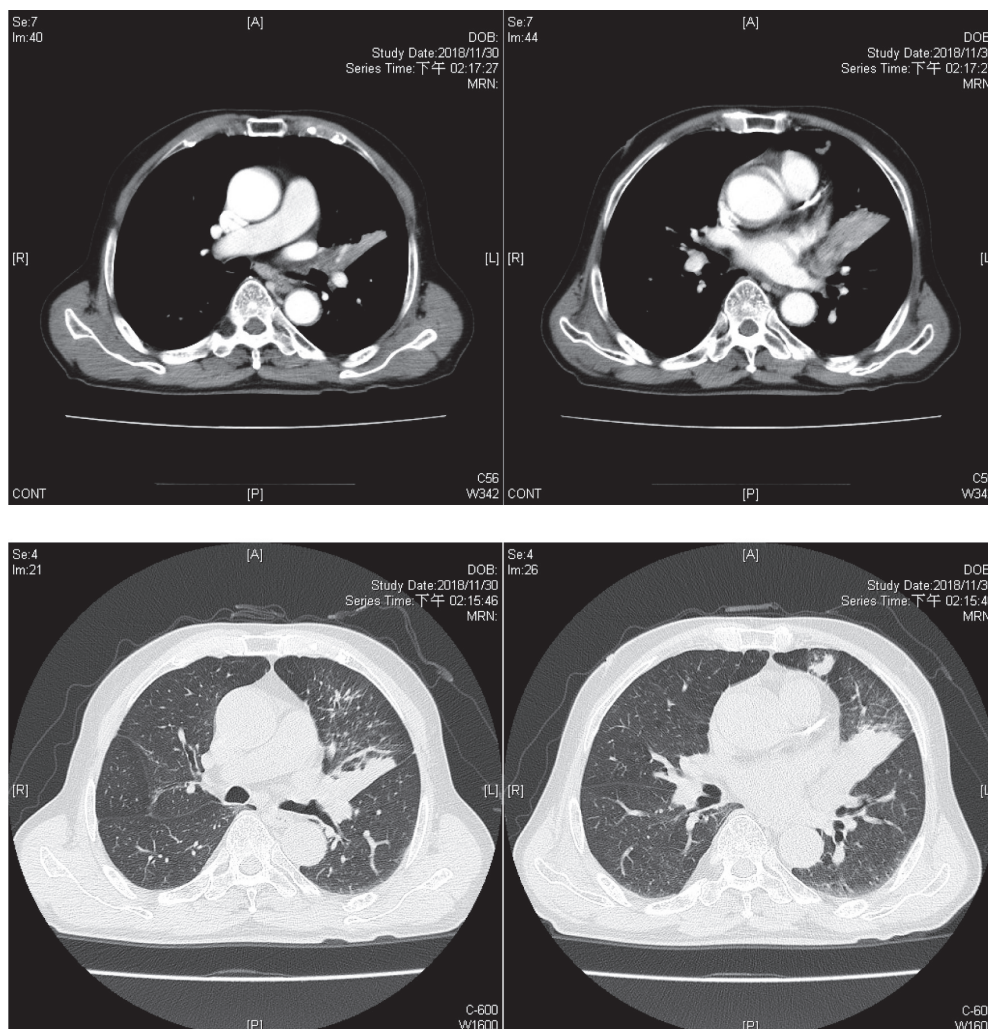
The chest computed tomography demonstrated an endobronchial lesion over left main bronchus and lingular lobe collapse.
